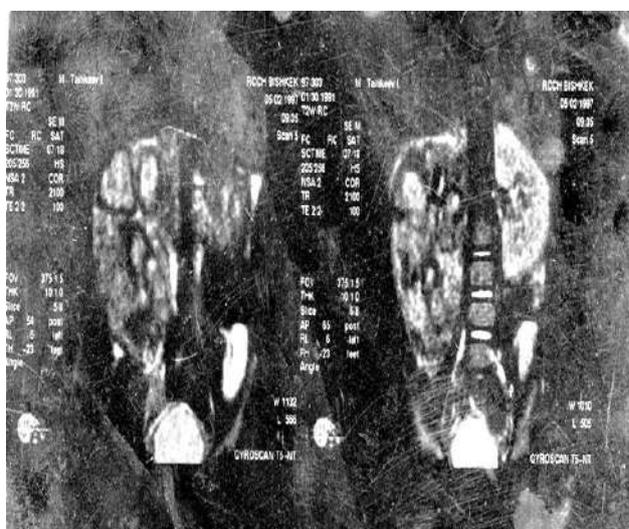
МРТ срез T1 W и T2 W б-го Т-ва 6 лет.
